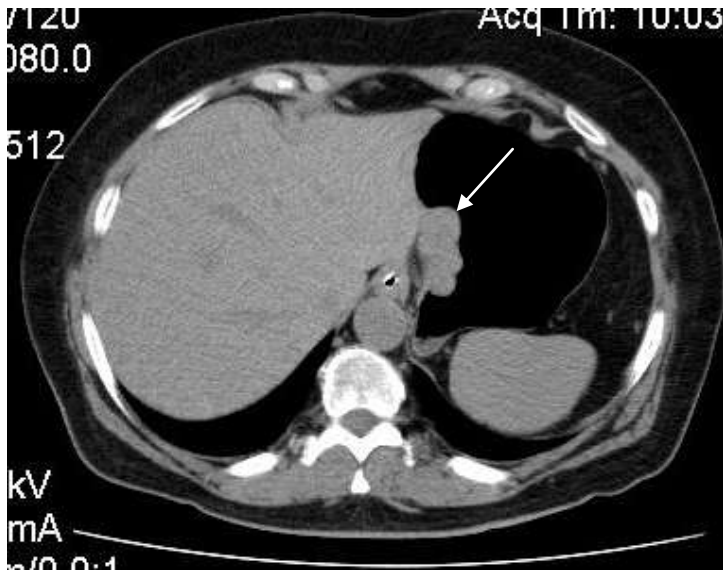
Компьютерная томография, аксиальная проекция, опухоль субкардиального отдела желудка (показана стрелкой).
